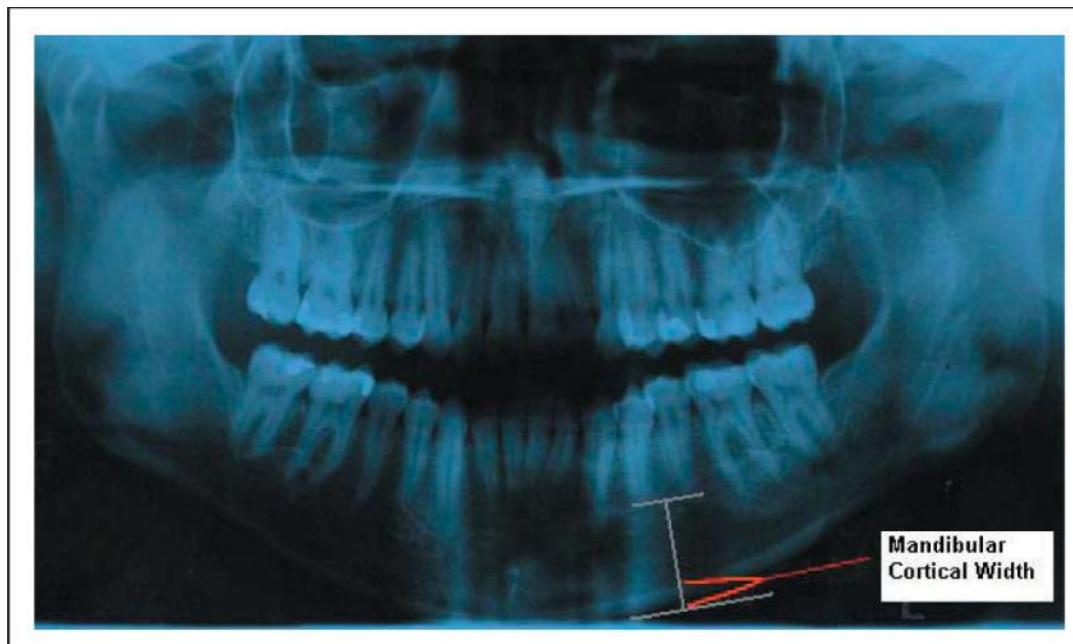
Mesure de la largeur corticale mandibulaire (MCW) sur radiographie panoramique (69)
